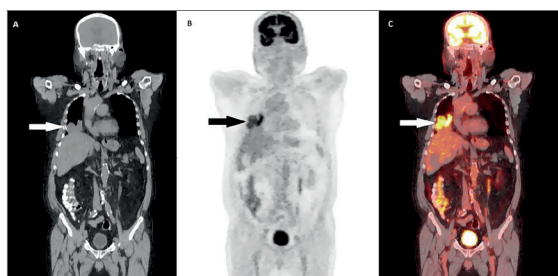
Paciente masculino, 68 años de edad, antecedente de cáncer colorrectal con resección quirúrgica hace 2 años y niveles de ACE normales. La TC de control mostró imagen sugestiva de metástasis pulmonar (A). En PET (B) y PET/CT (C) imagen hipercaptante en hemitórax derecho, sugestiva de metástasis pulmonar.
